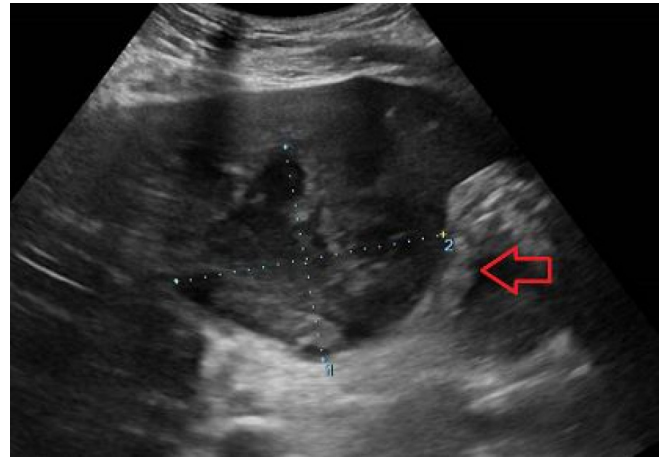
Ameboma visualizado en ecografía.
